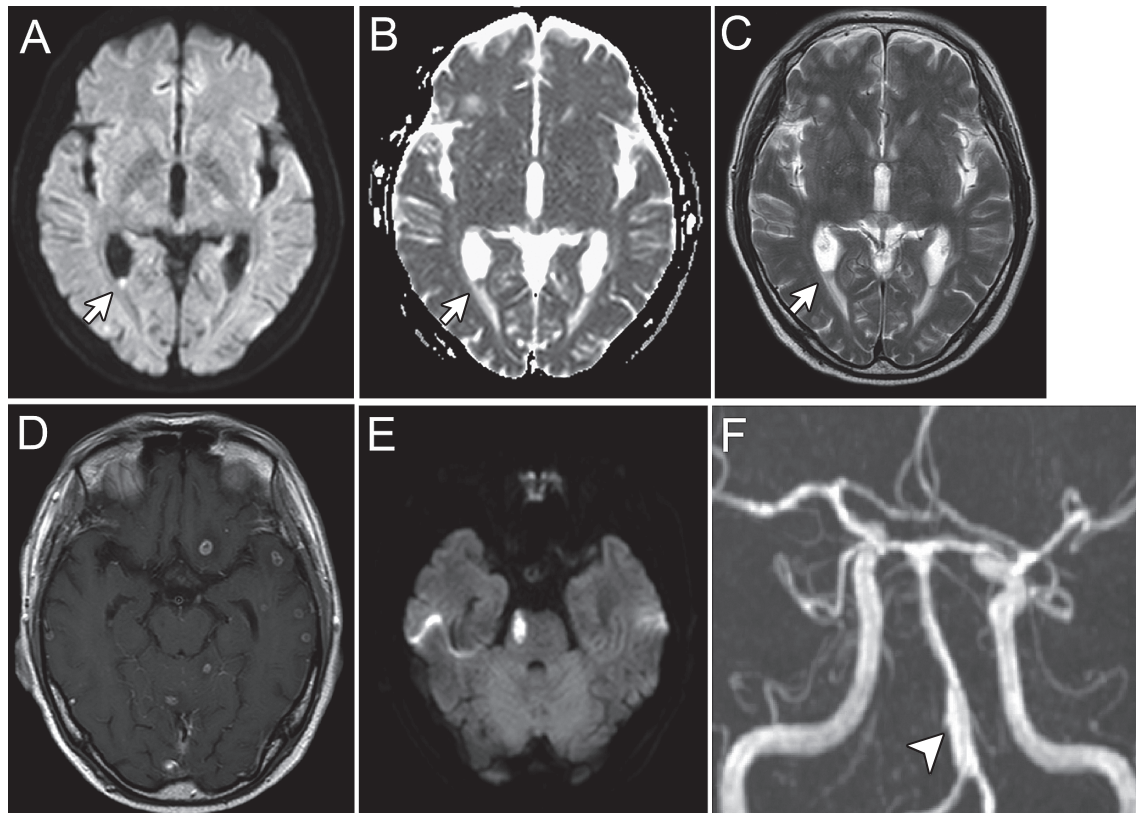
MRI findings of patient 2.
